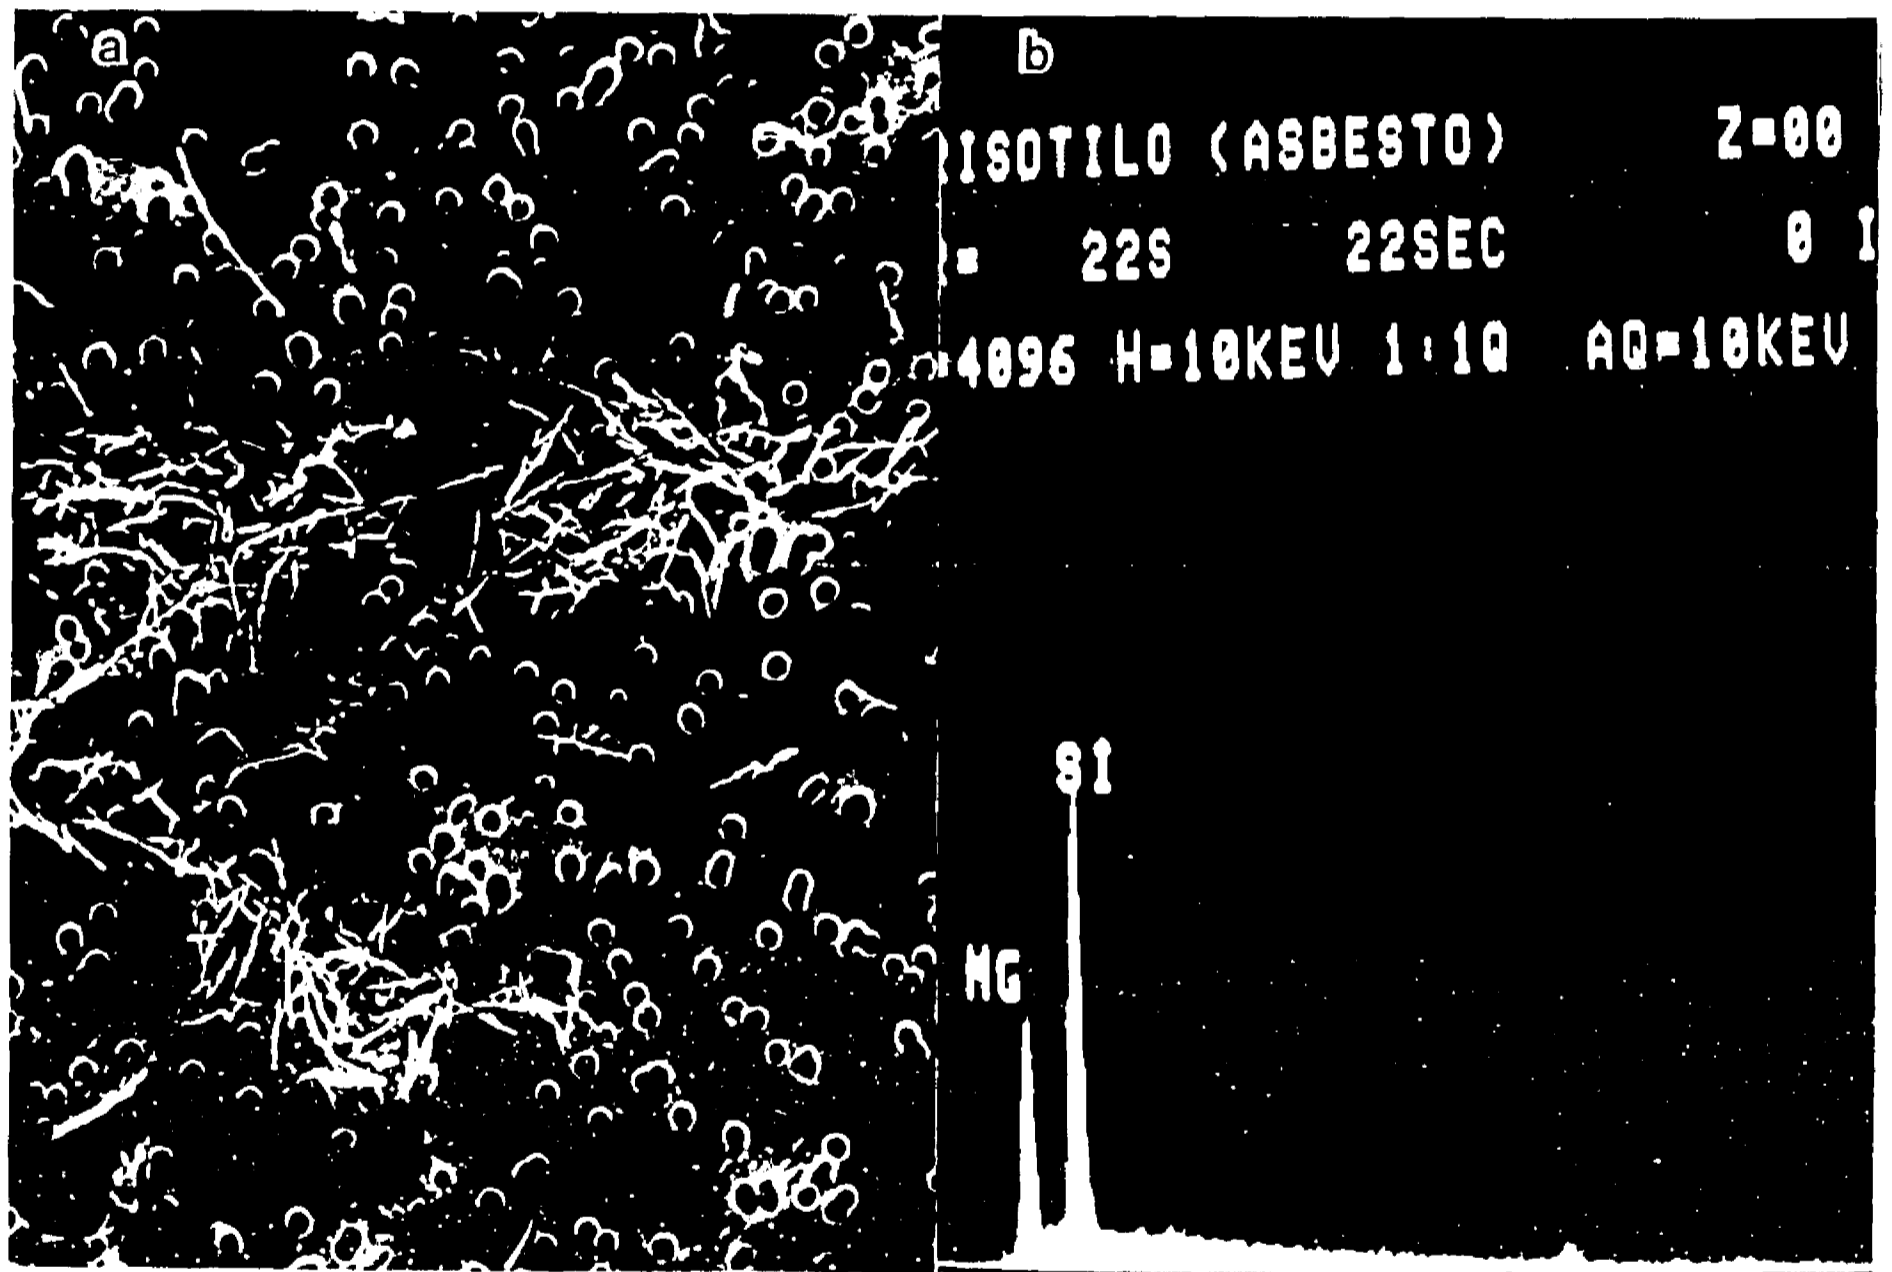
Muestra del asbesto empleado después de haberse sometido a ultrasonido. El tamaño de las partículas es homogéneo (a) (MEB, $\times 320$). El microanálisis de rayos-x demuestra los elementos que componen al asbesto crisotilo (b).
